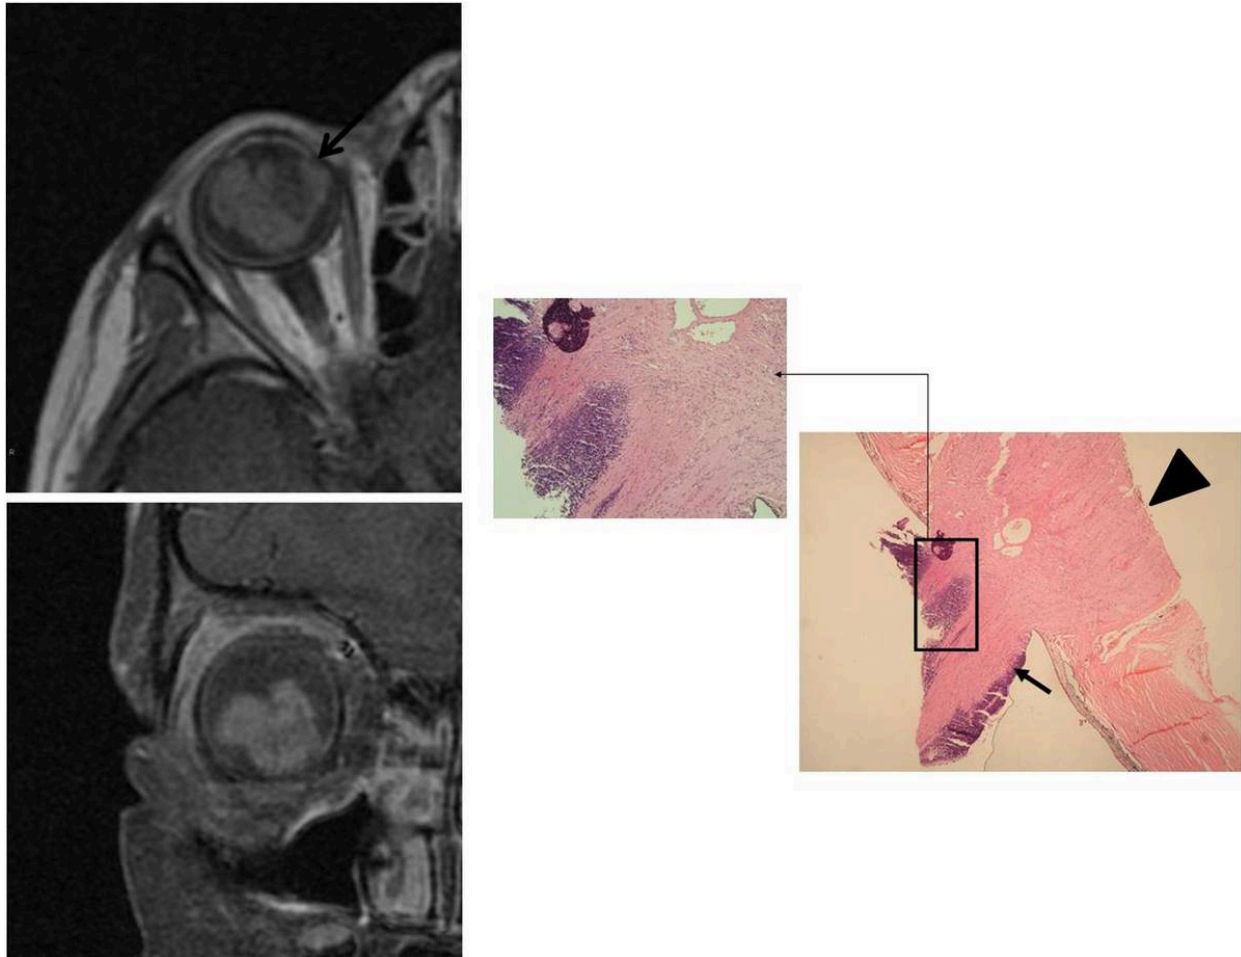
Niño de 3 años con retinoblastoma en ojo derecho. Figura 6.1. RM axial y coronal de órbita SE-T1 con gadolinio. Se identifica una alteración en la captación normal de la coroides sugestiva de invasión de la misma (flecha). No se sospechó invasión del nervio óptico. Figura 6.2. Corte histológico del nervio óptico con ampliación: Invasión tumoral del nervio óptico. El borde de resección (punta de flecha) está libre de tumor. (Cortesía de la Dra. Pereira Gallardo. Servicio de Anatomía Patológica del Hospital Universitario Virgen Macarena de Sevilla).
